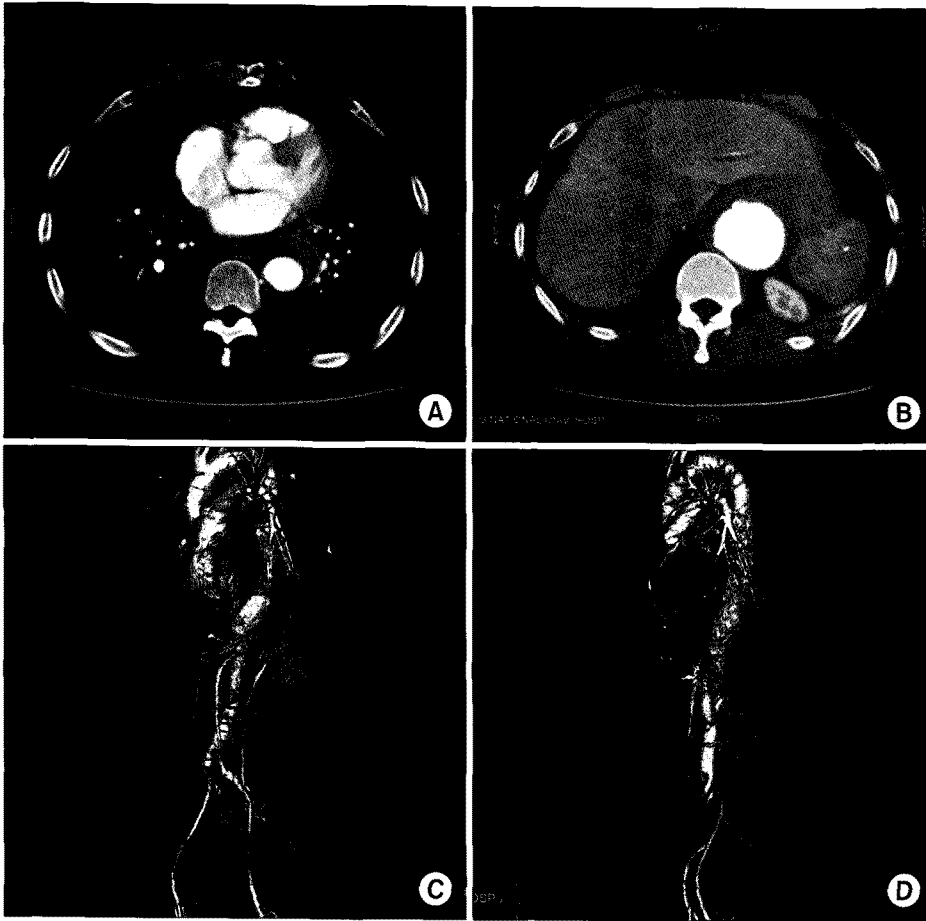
(A) Axial CT scan with contrast enhancement demonstrates crescent shape of lower density in descending thoracic aorta, suggesting intramural hemorrhage. (B) Axial CT scan with contrast enhancement demonstrates aneurysmal dilatation of aorta at the level of diaphragm and the largest diameter was 6.6 cm. (C) Preoperative CT angiography demonstrates Crawford type III thoracoabdominal aortic aneurysm. (D) Postoperative CT angiography demonstrates visceral debranching with extraanatomic bypass grafting and endovascular aortic aneurysm repair.
